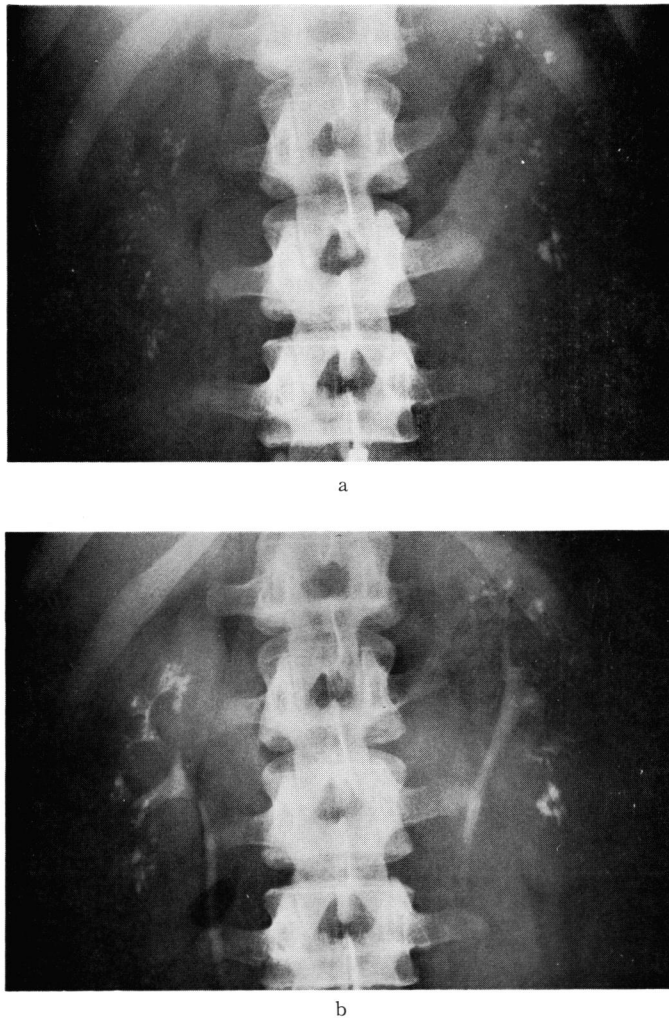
a: Abdominal plain film, b: IVP (15 min)
